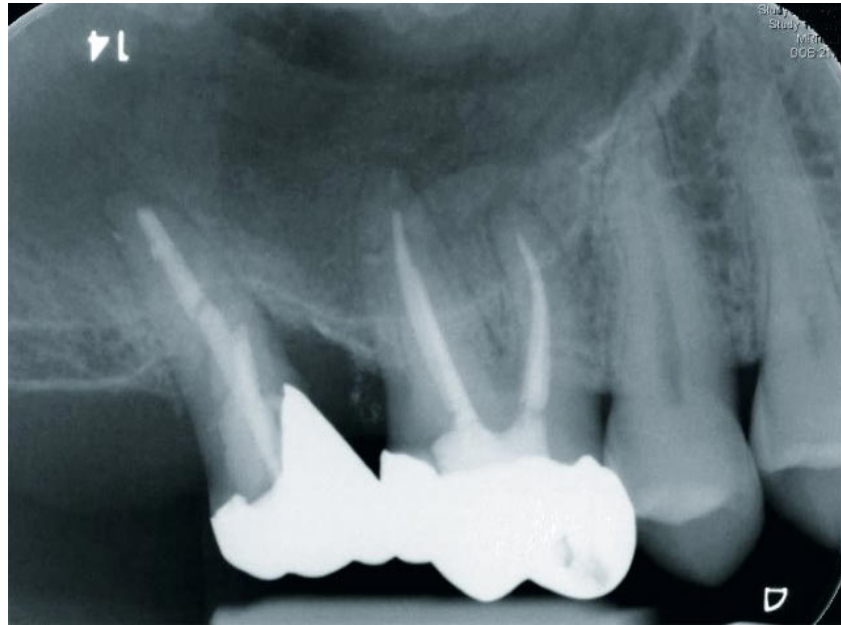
Röntgenkontrollaufnahme nach Wurzelkanalfüllung mit Guttapercha und BioRoot RCS an Zahn 16 (kalte, laterale Kompaktion).
